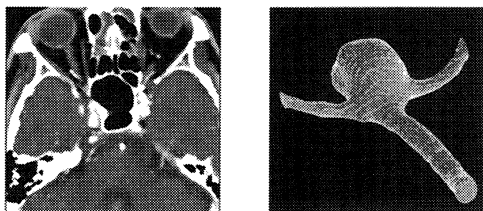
CT Image and 3D Volume Data
